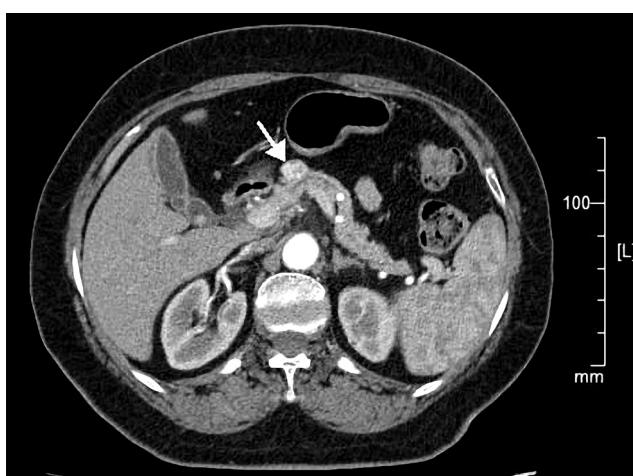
Комп'ютерна томографія. Інсулюїнома.
